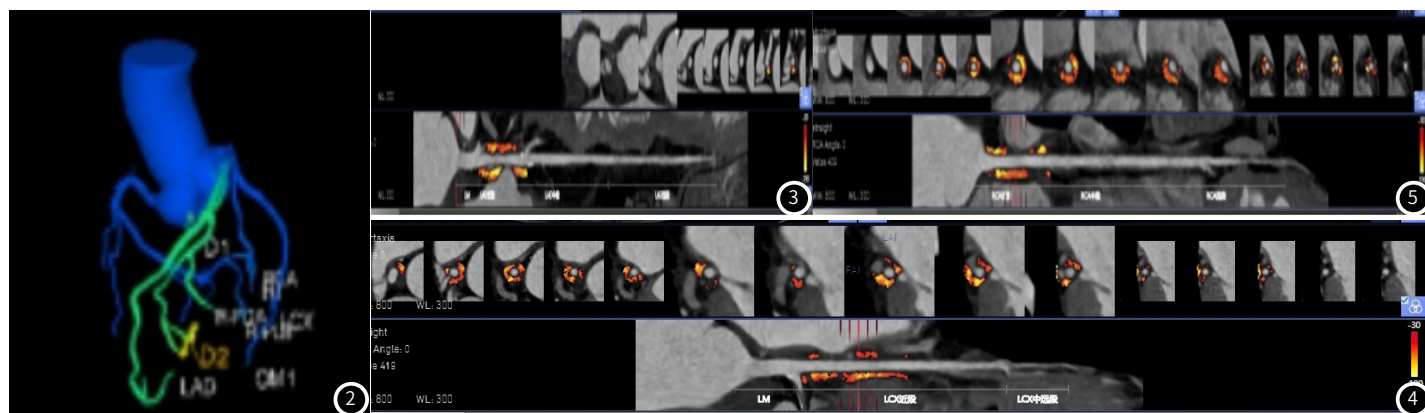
LAD CT-FFR值0.76; 图3 LAD FAI -71HU; 图4 LCX冠脉周围 FAI -66HU; 图5 RCA 冠脉周围FAI -67HU
